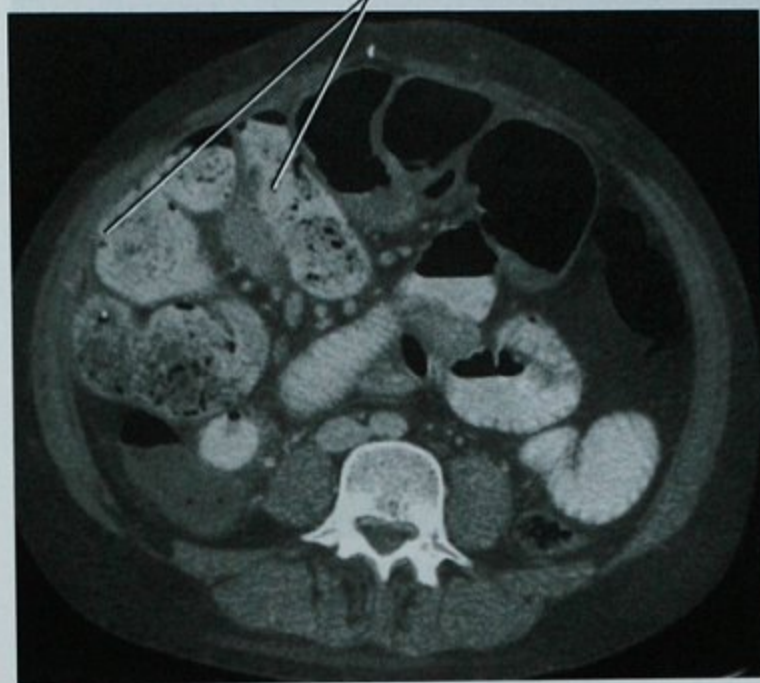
囊性纤维化, 年轻成人患者, 腹痛, 下腹部横断面增强 CT 扫描显示远端小肠梗阻
